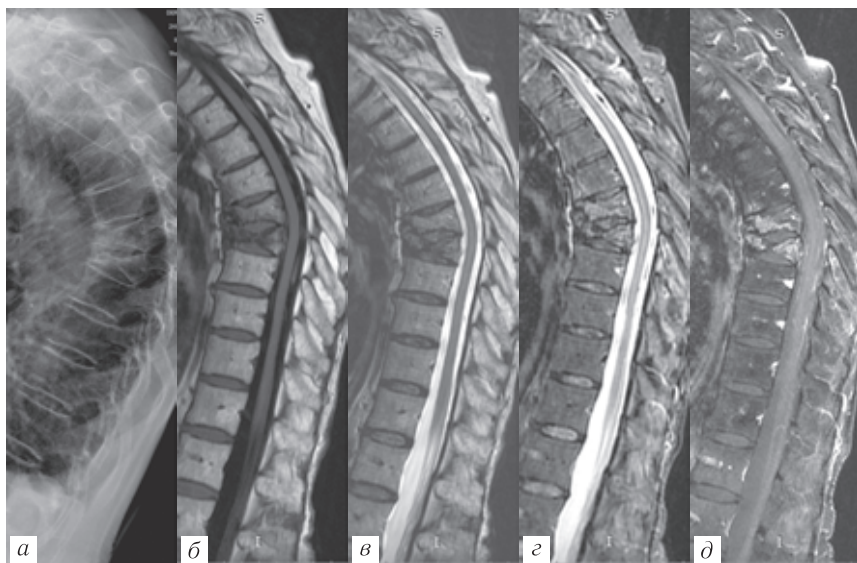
Пациентка 78 лет с болью в спине. Патологический перелом тел Th_{VII}, Th_{VIII}. На рентгенограмме (а) плотность сломанных позвонков увеличена, на T1-ВИ (б) в этих позвонках МР-сигнал низкий, T2-ВИ (в) дополнительной информации не дает, STIR-ИП (г) выявляет гиперинтенсивный МР-сигнал, на постконтрастной T1 с жироподавлением (д) отмечено отчетливое накопление контрастного вещества. Все эти изменения могут быть и при переломе, обусловленном ростом опухоли, и при переломе на фоне остеопороза. Стандартные импульсные последовательности не позволили провести дифференциальную диагностику
